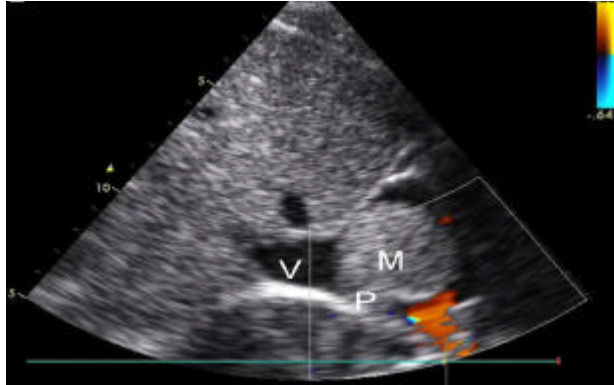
Ecocardiograma 2D.
